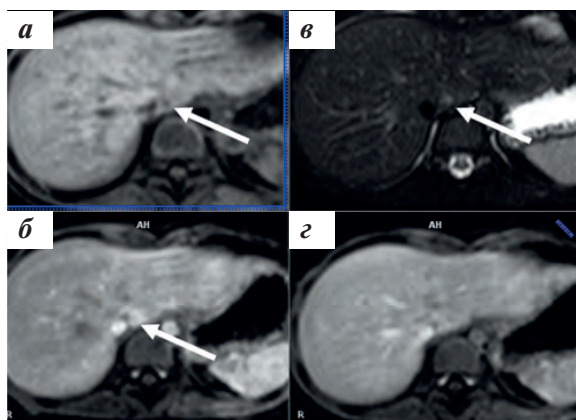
МРТ ОБП с контрастным усилением препаратом гадолиамид: а, б — T1- и T2-взвешенные изображения, в первом сегменте печени участок минимально измененного MR-сигнала размером до 6 мм: пониженного (а), повышенного (б) — указаны стрелками; в — T1-взвешенное изображение, артериальная фаза, очаг в первом сегменте размером до 10 мм активно равномерно коптит контраст; г — T1-взвешенное изображение, паренхиматозная фаза, очаг не дифференцируется
